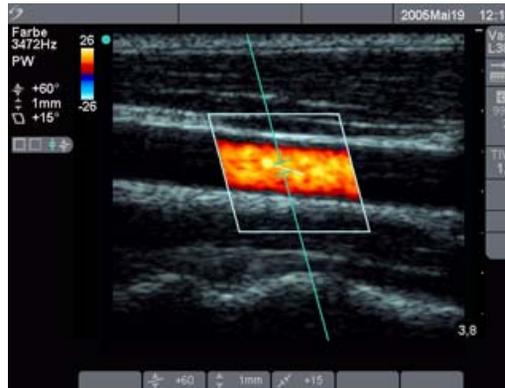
Doppler-Bild mit D-Linie und Wahlbereich
